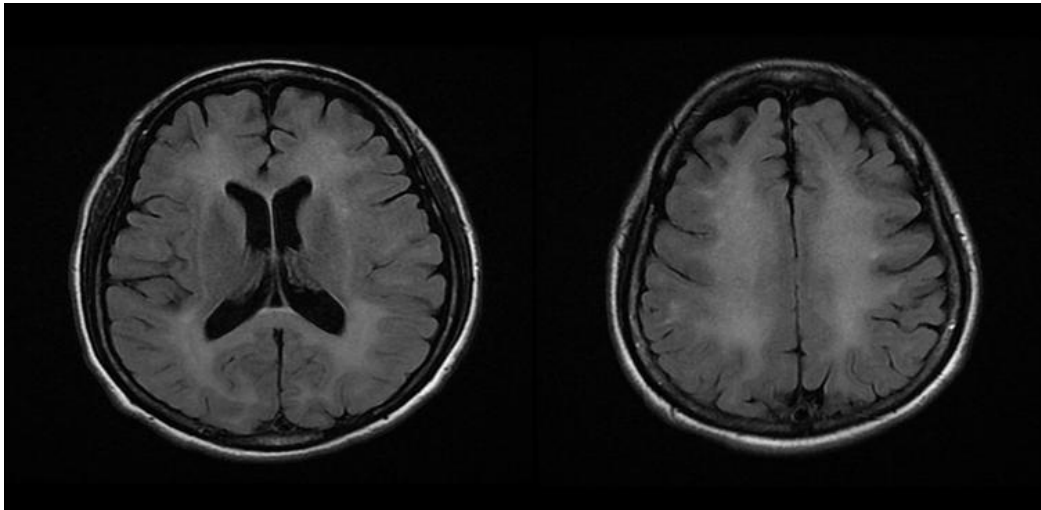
Brain MRI T2 fluid attenuation inversion recovery image shows prominent bilateral symmetric confluent high signal intensities in the bilateral cerebral periventricular and subcortical white matters. MRI, magnetic resonance imaging.
